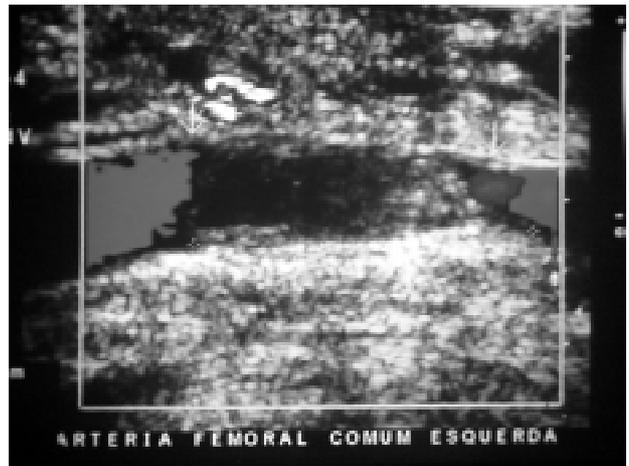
Eco-color-Doppler mostrando oclusão com trombose da artéria femoral comum esquerda.
